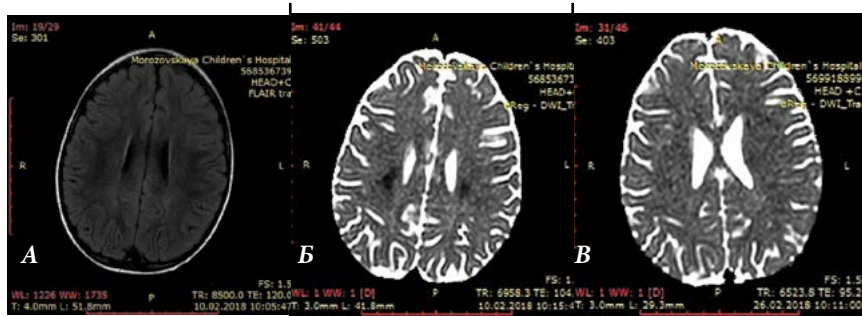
Пациентка 4 лет с острым лимфобластным лейкозом. Повторные пароксизмы мигреноподобной головной боли, онемения и слабости руки, со сменой сторон. Лейкоэнцефалопатия с инсультоподобным течением. МРТ головного мозга: А — FLAIR, Б — DWI, В — DWI через 16 дней от последнего пароксизма
